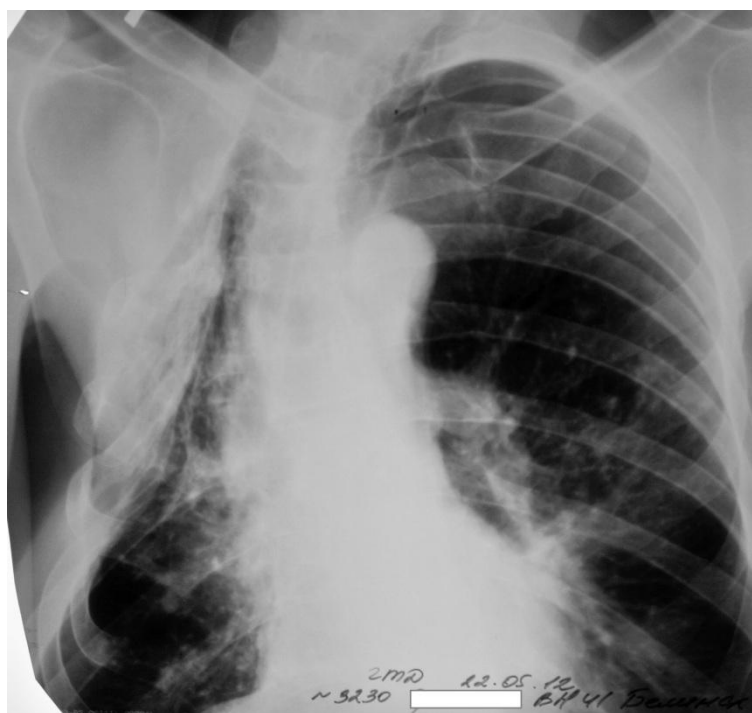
Обзорная рентгенограмма больного Г. при переводе в III ГДУ.
